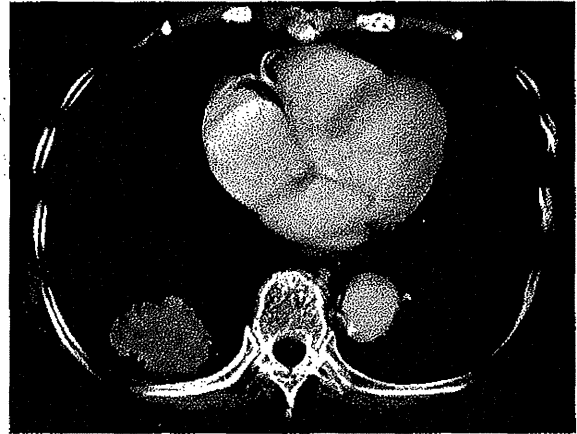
Chest CT showed a tumor with pleural invasion in the right S<sup>6</sup>
